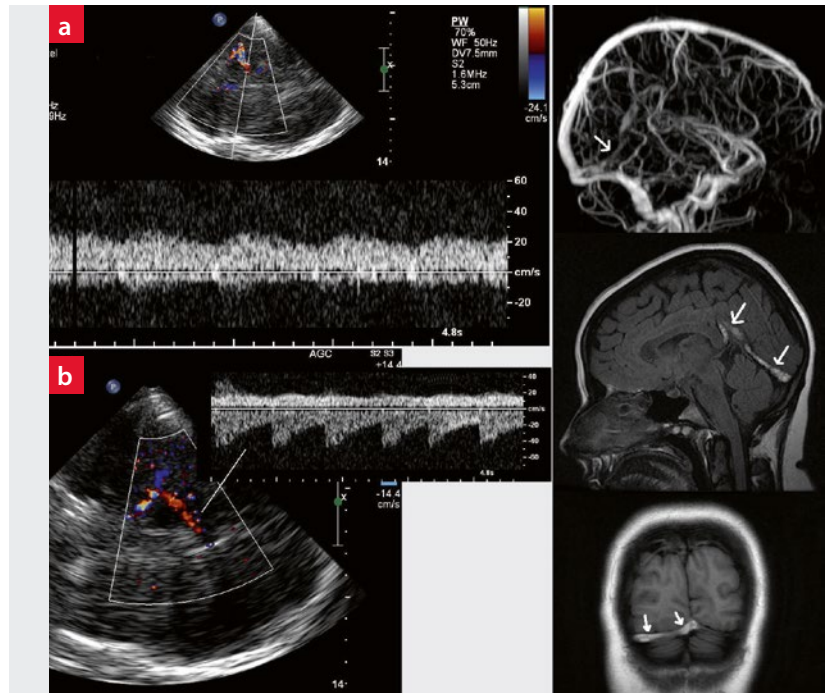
Ultraschallbefunde bei Sinusthrombose. a: retrograde Strömung in der Vena cerebri media profunda. b: retrograde Strömung in der V. basalis; unterhalb der Nulllinie findet sich das orthograde Dopplersignal der A. cerebri posterior. Die retrograde Vene ist bereits leicht im Farbduplexmodus als rot kodierte Gefäß erkennbar. Bildleiste rechts: MRT-Befund mit Sinus rechts Thrombose und Thrombose des Sinus transversus rechts (Pfeile).
